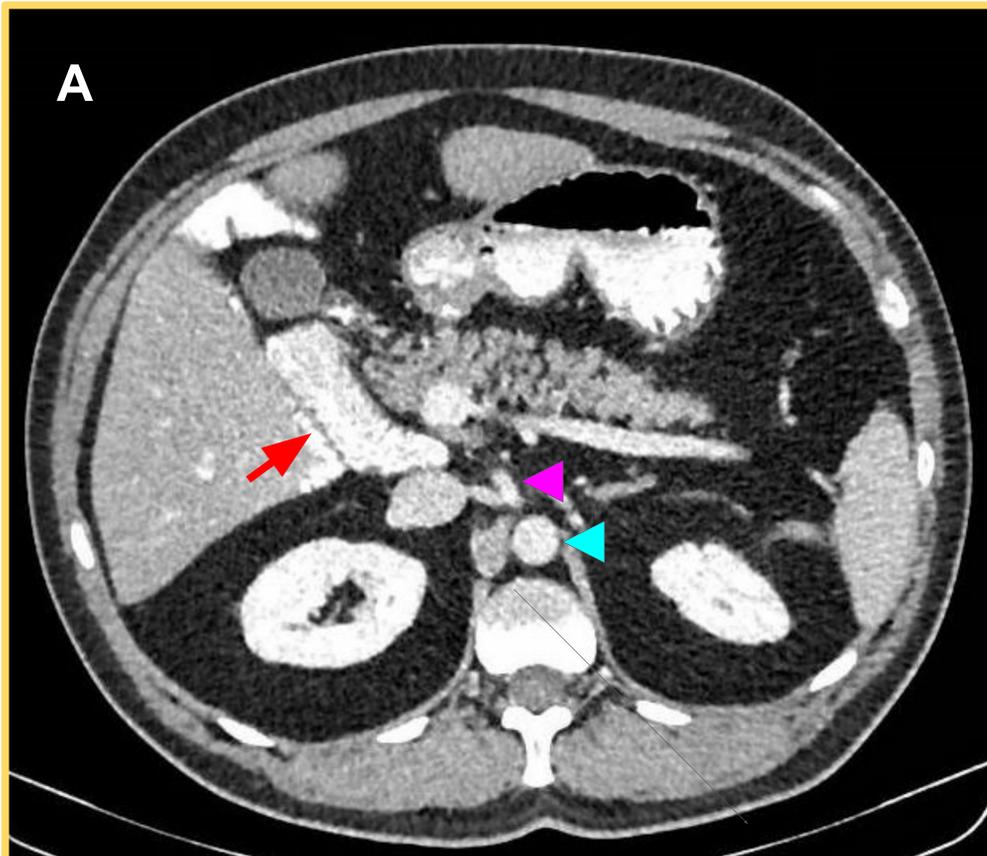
Malrotación intestinal tipo “no rotación” [hallazgo incidental]. Varón de 45 años, se realiza estudio extensión de cáncer de próstata. *Imágenes correspondientes a cortes axiales [de más craneal a más caudal] de TC de abdomen y pelvis con contraste yodado intravenoso, con adquisición en fase portal.* A) Segunda porción duodenal (flecha roja) en una posición normal rodeando la cabeza pancreática. B) Tercera porción duodenal (flecha naranja) sin paso retromesentérico entre aorta (cabeza de flecha azul) y la AMS (cabeza de flecha morada), descendiendo por hemiabdomen derecho. C) Cuarta porción duodenal y ángulo de Treitz (flecha amarilla) en hemiabdomen derecho, sin cruzar la línea media. C y D) Asas yeyunales (flechas verdes) agrupadas en hemiabdomen derecho.
